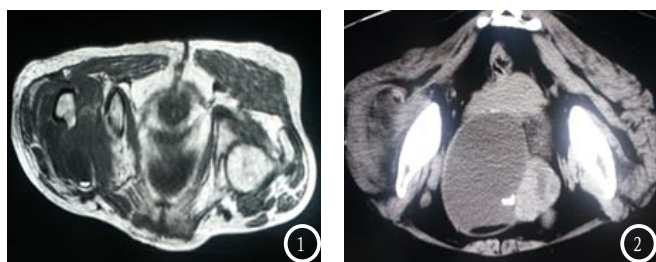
股骨骨折周围MRI异常影像图。图2 盆腔包块CT影像图。
